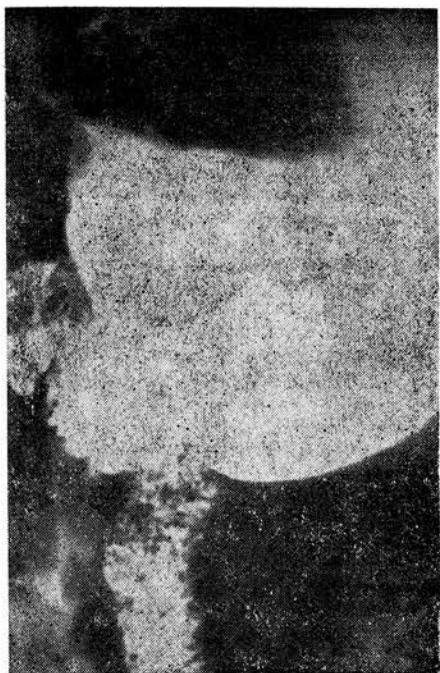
Рентгенограмма культи желудка больной З., 39 лет. На фото виден пищевод, культа желудка с ровными контурами, зона анастомоза, свободно проходящая для контрастной массы, приводящая и отводящая петли кишок.
